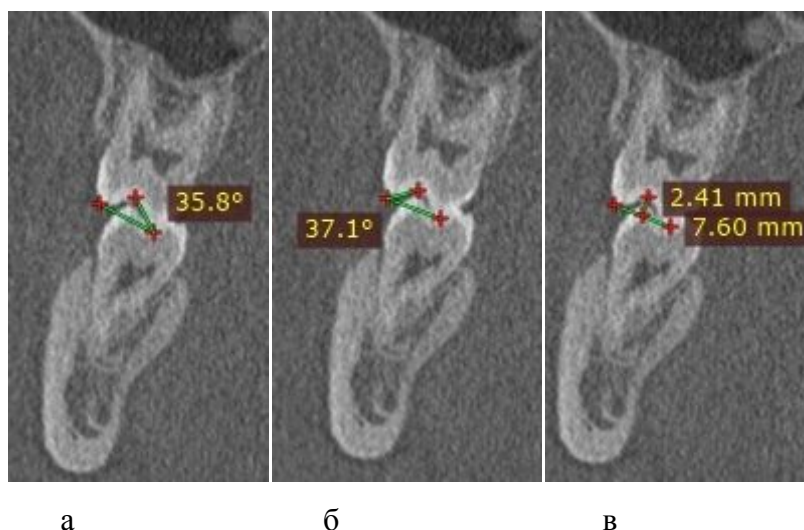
Элементы морфологии окклюзионной поверхности на компьютерной томограмме в аксиальной проекции зубов: а – угол наклона ската небного бугорка, б – угол наклона ската вестибулярного бугорка, в – глубина фиссуры
